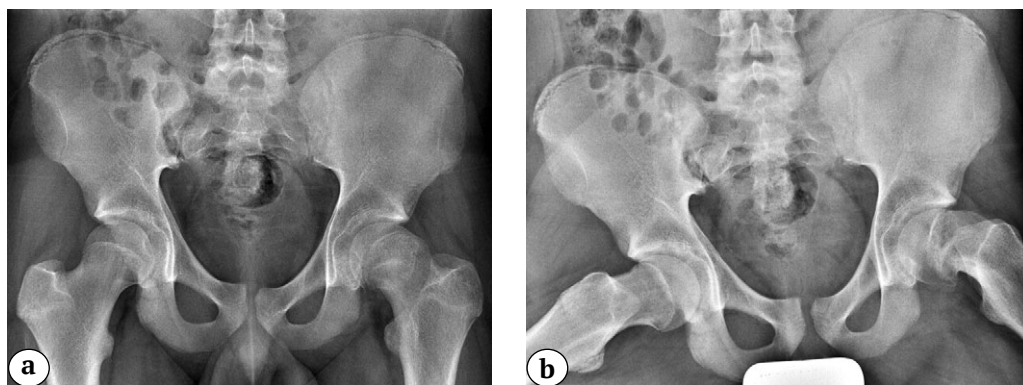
(a, b). Серия рентгенограмм тазобедренных суставов пациента 16 лет с левосторонним коксартрозом 3-й стадии в результате лечения ЮЭГБК:
